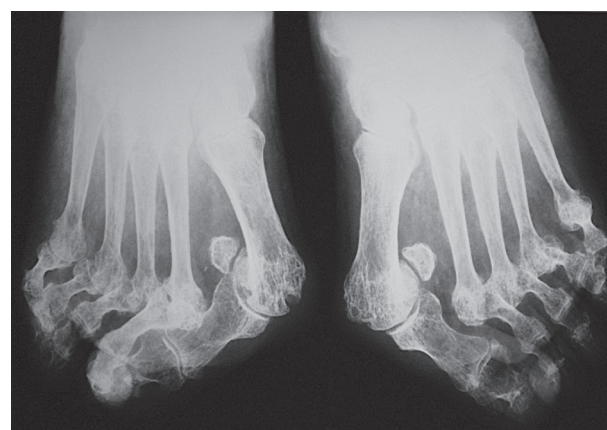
Radiographie des avant-pieds de face. Déformation en coup de vent fibulaire des 4 premiers orteils.
